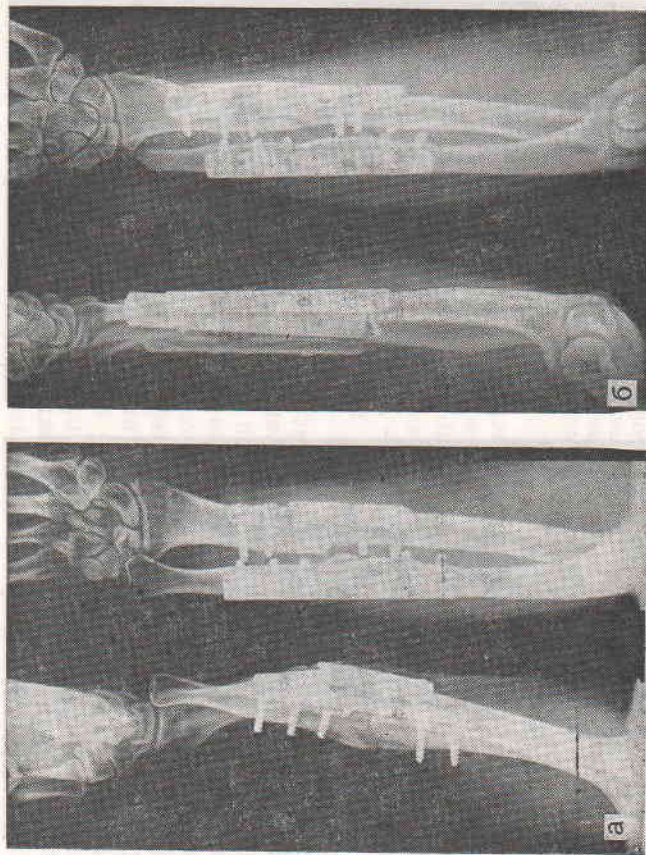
Рентгенограммы больной К. при поступлении (а) и через 3 мес (б) после остеосинтеза лучевой кости и ЭСО.
